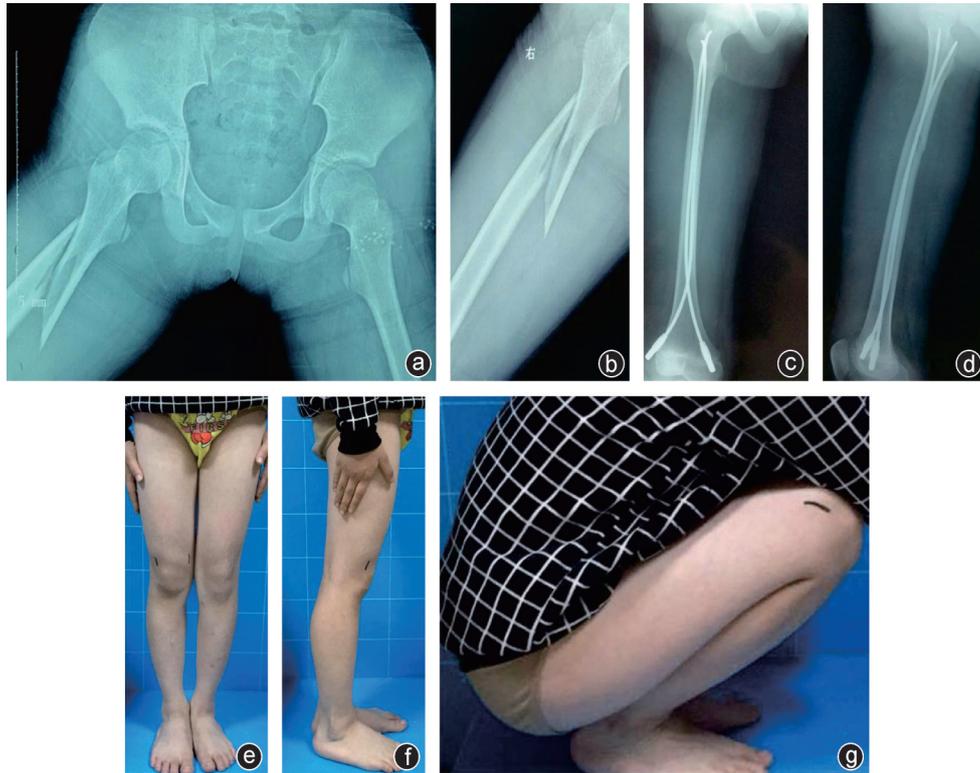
患儿,男,9岁,右股骨转子下骨折,采用弹性髓内钉内固定术治疗 a、b:术前正侧位X线片示右股骨转子下骨折;c、d:闭合复位弹性钉固定;e~g:术后外观照,髋、膝关节活动功能正常
